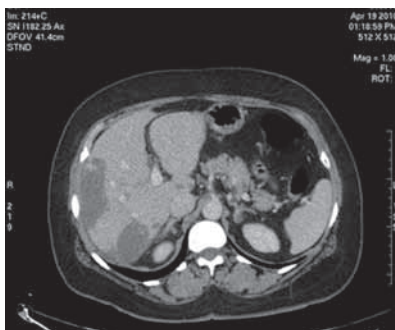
Уменьшение размеров метастазов в печени (компьютерная томография, апрель 2010 г., через девять недель после начала терапии)
